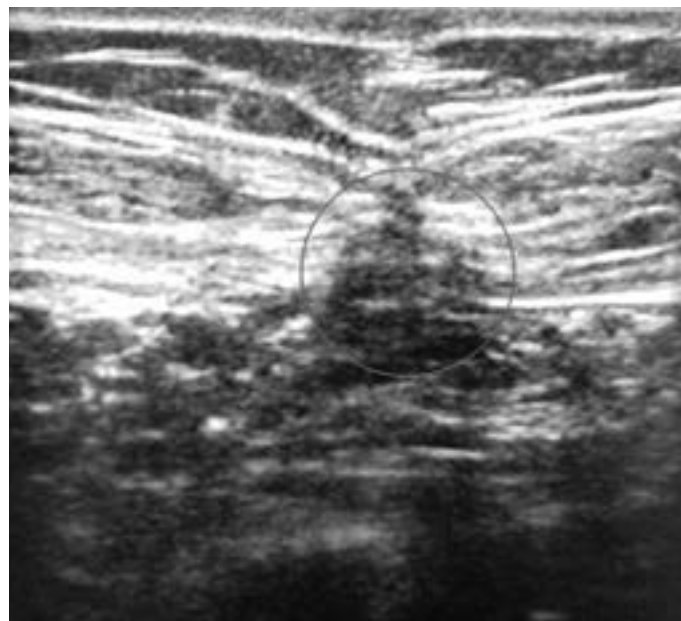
Дефект рубца белой линии живота (УЗИ)
